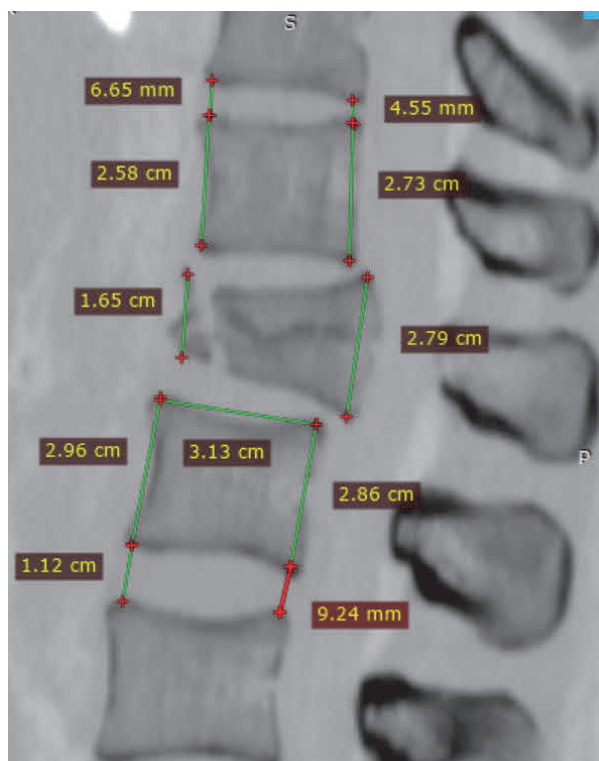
Измерения вертикальных размеров тел позвонков и межпозвоночных дисков по данным СКТ для последующих математических расчетов
